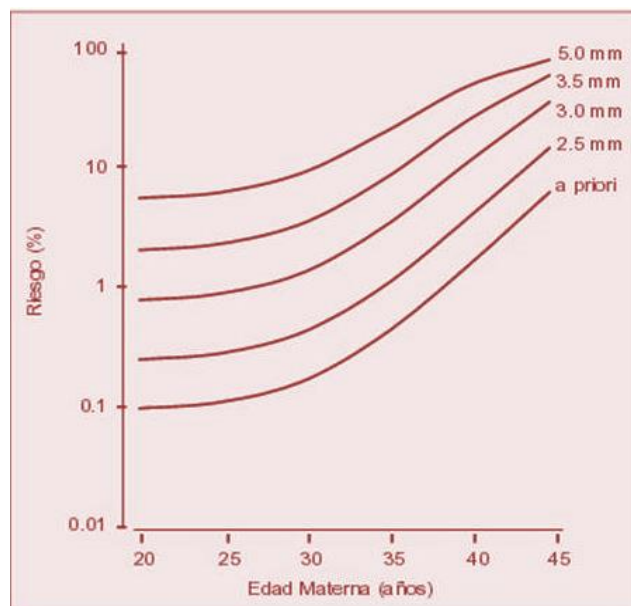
Riesgo de Trisomía 21 en función de la edad materna a las 12 semanas de gestación (riesgo a priori), y efecto del grosor de la Translucencia Nucal. La ecografía de las 11-13+6 semanas. *Fetal Medicine Foundation 2004.*
